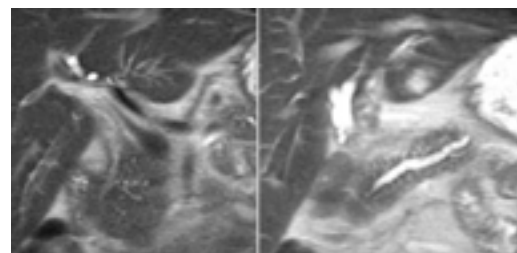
Pancreatită cronică pseudotumorală-evaluare IRM, în ponderație T2 (CPRM-ssFSE Te scurt) în plan coronal:
